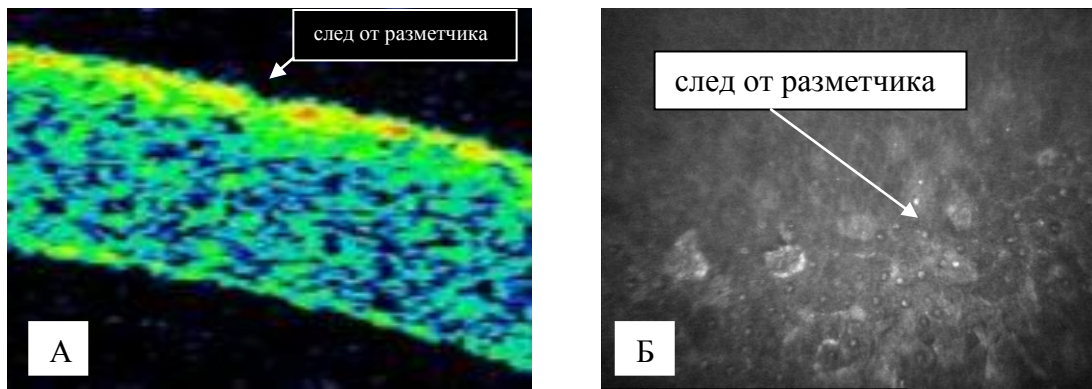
Эпителий роговицы через 5 минут после нанесения маркировки торическим разметчиком: А – результаты исследования оптической когерентной томографии; Б – результаты электронной биомикроскопии
